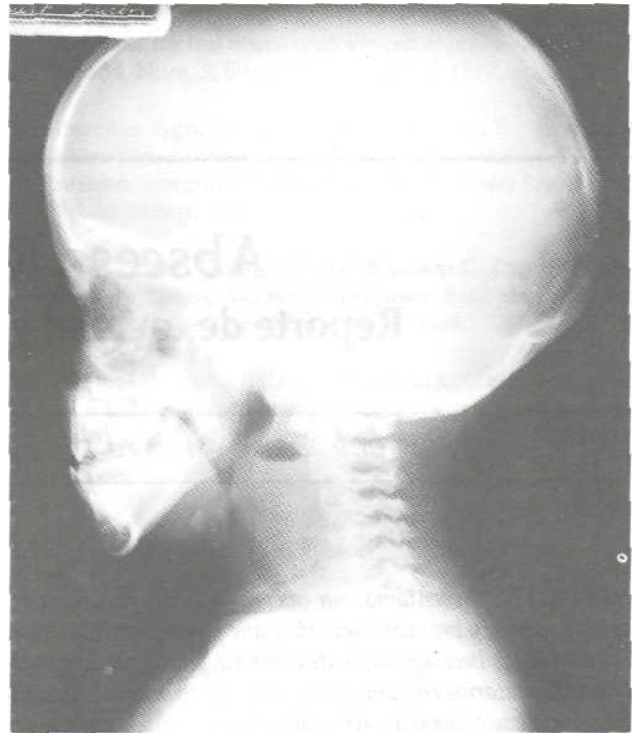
Radiografía lateral de cuello que muestra maso retrofaringeo con nivel hidroaéreo.
